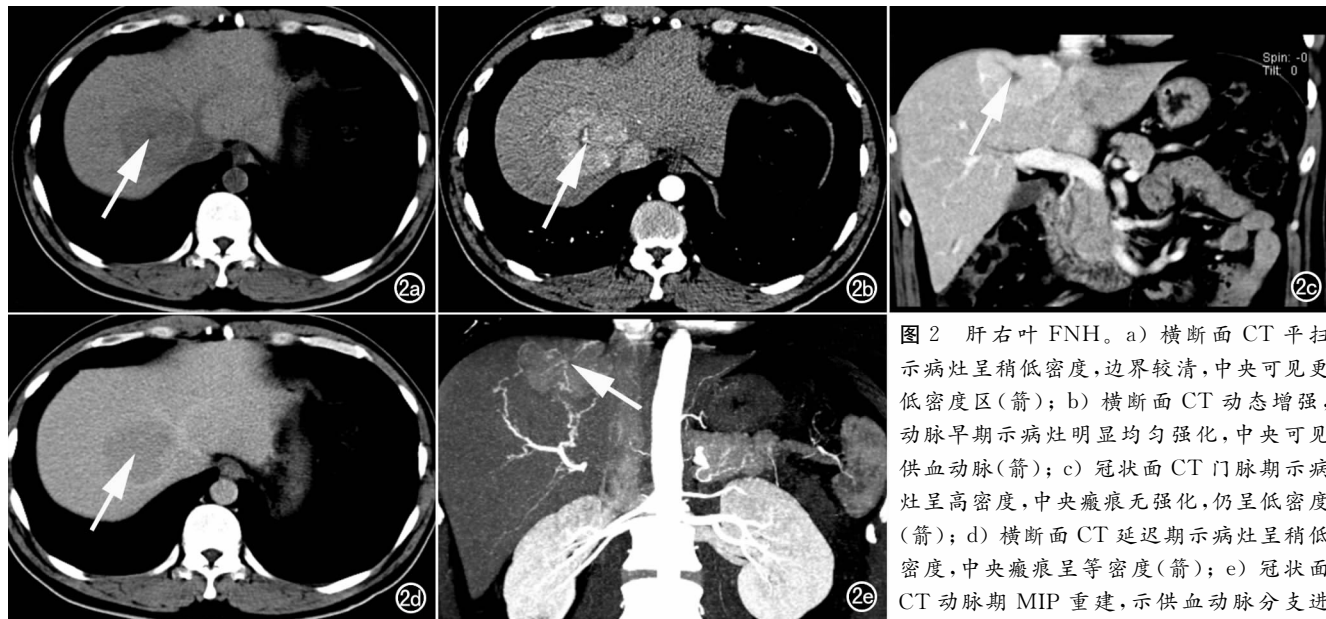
肝右叶 FNH。a) 横断面 CT 平扫示病灶呈稍低密度,边界较清,中央可见更低密度区(箭);b) 横断面 CT 动态增强,动脉早期示病灶明显均匀强化,中央可见供血动脉(箭);c) 冠状面 CT 门脉期示病灶呈高密度,中央瘢痕无强化,仍呈低密度(箭);d) 横断面 CT 延迟期示病灶呈稍低密度,中央瘢痕呈等密度(箭);e) 冠状面 CT 动脉期 MIP 重建,示供血动脉分支进入病灶后呈“辐轮状”向周围分布(箭)。
